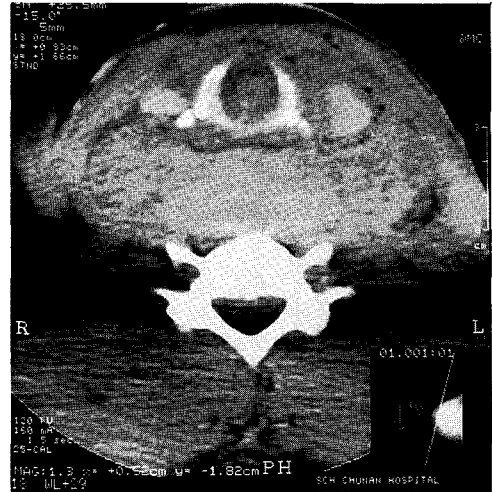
The CT scan of the neck shows severe hematoma.
